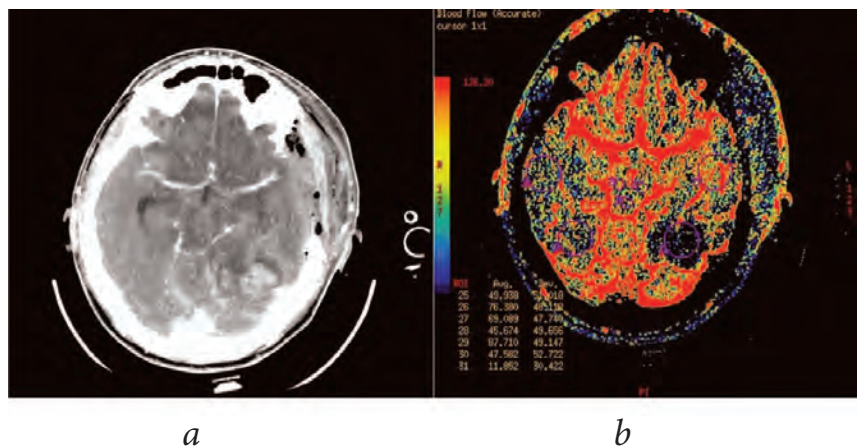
Пример вторичного повреждения ствола мозга на фоне декомпенсации механизмов ауторегуляции: КТ-ангиография (а) и карта CBF (б). Повышение интенсивности кровотока CBF в среднем мозге – до 76.38 мл/100 г/мин.
